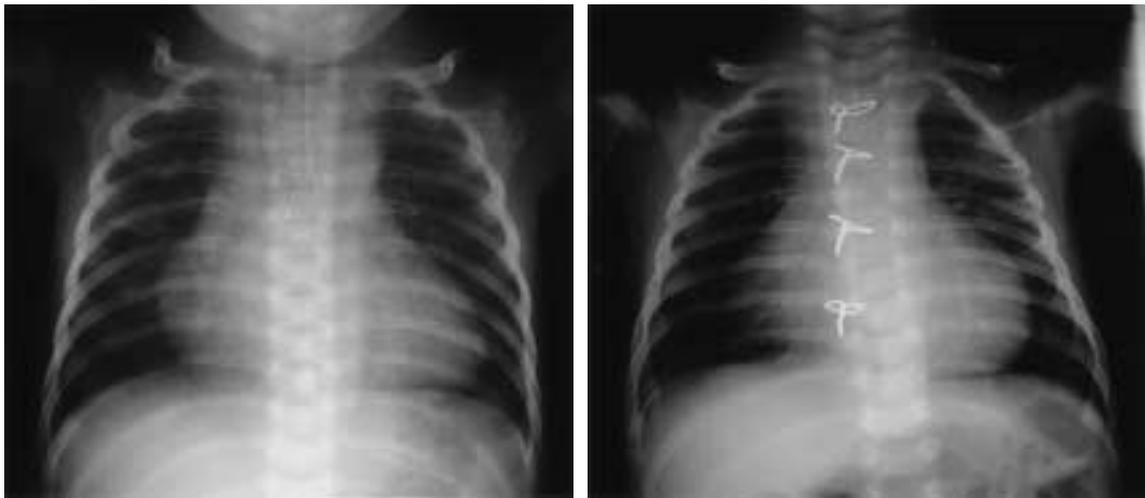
Postoperative chest roentgenograms showing reduction of cardio-thoracic ratio (CTR).
